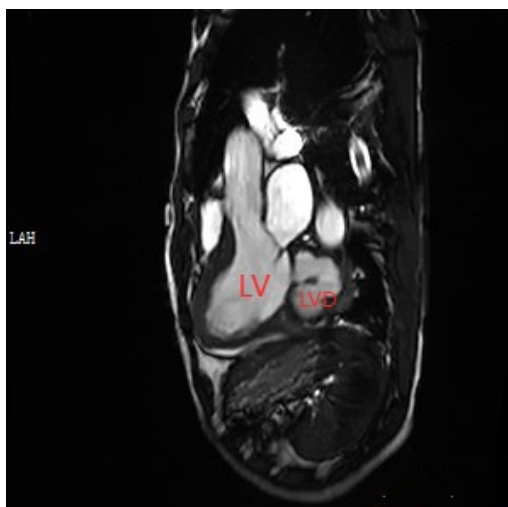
核磁共振 3.0T 检查显示, 左心室后侧壁变薄, 可见一肿瘤样扩张的憩室向心脏左后侧突出, 大小约为 48mm×42.5mm。心肌壁未见异常信号, Cine-MRI 下左心室壁未见明显的矛盾运动。LV: 左心室。LVD: 左心室憩室 左心室憩室
